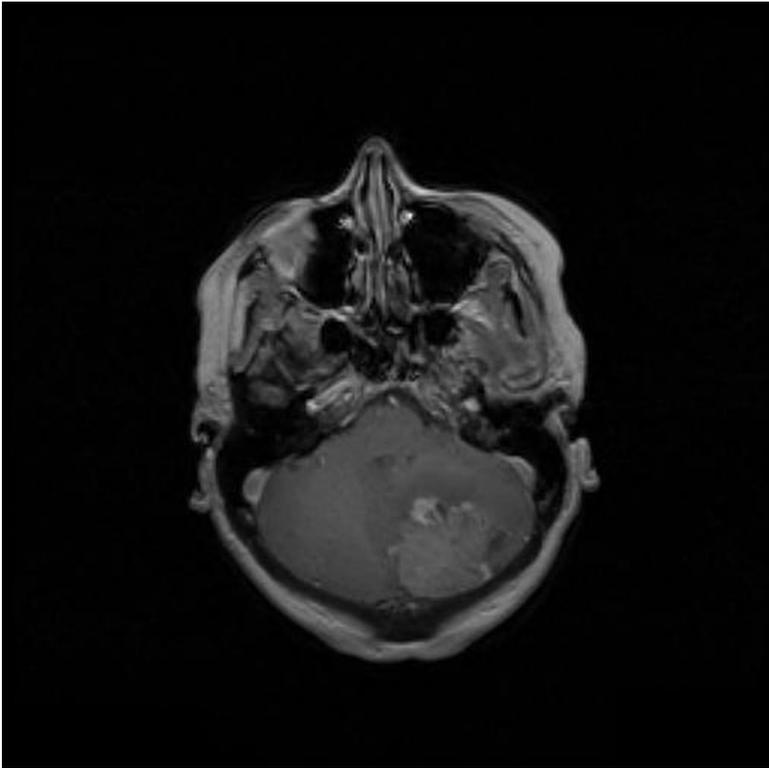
a : Métastase cérébelleuse comprimant le quatrième ventricule (IRM en coupe axiale T1 avec injection de gadolinium)
